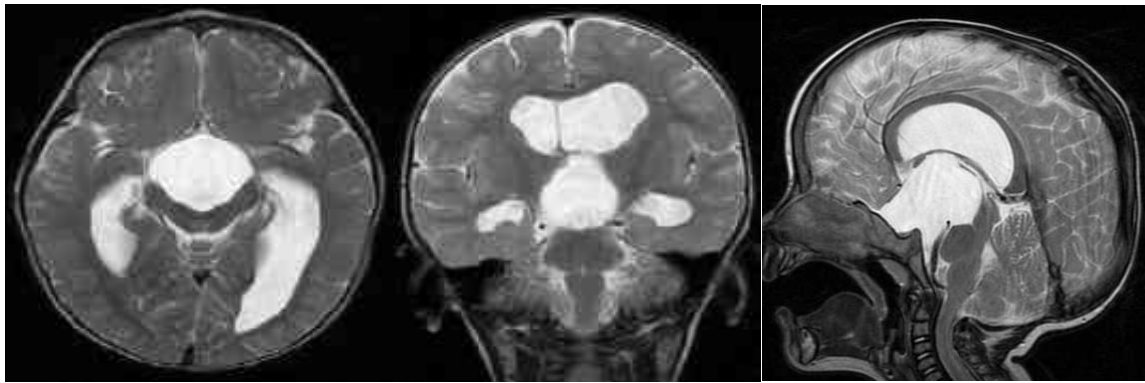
Спостереження № 20, вік 1 рік 3 місяці, арахноїдальна кіста супраселярної локалізації. МРТ зображення - верхня, передня, задня та бічні частини стінки кісти мають форму кулі і лише нижня частина повторює контури селярної ділянки.
